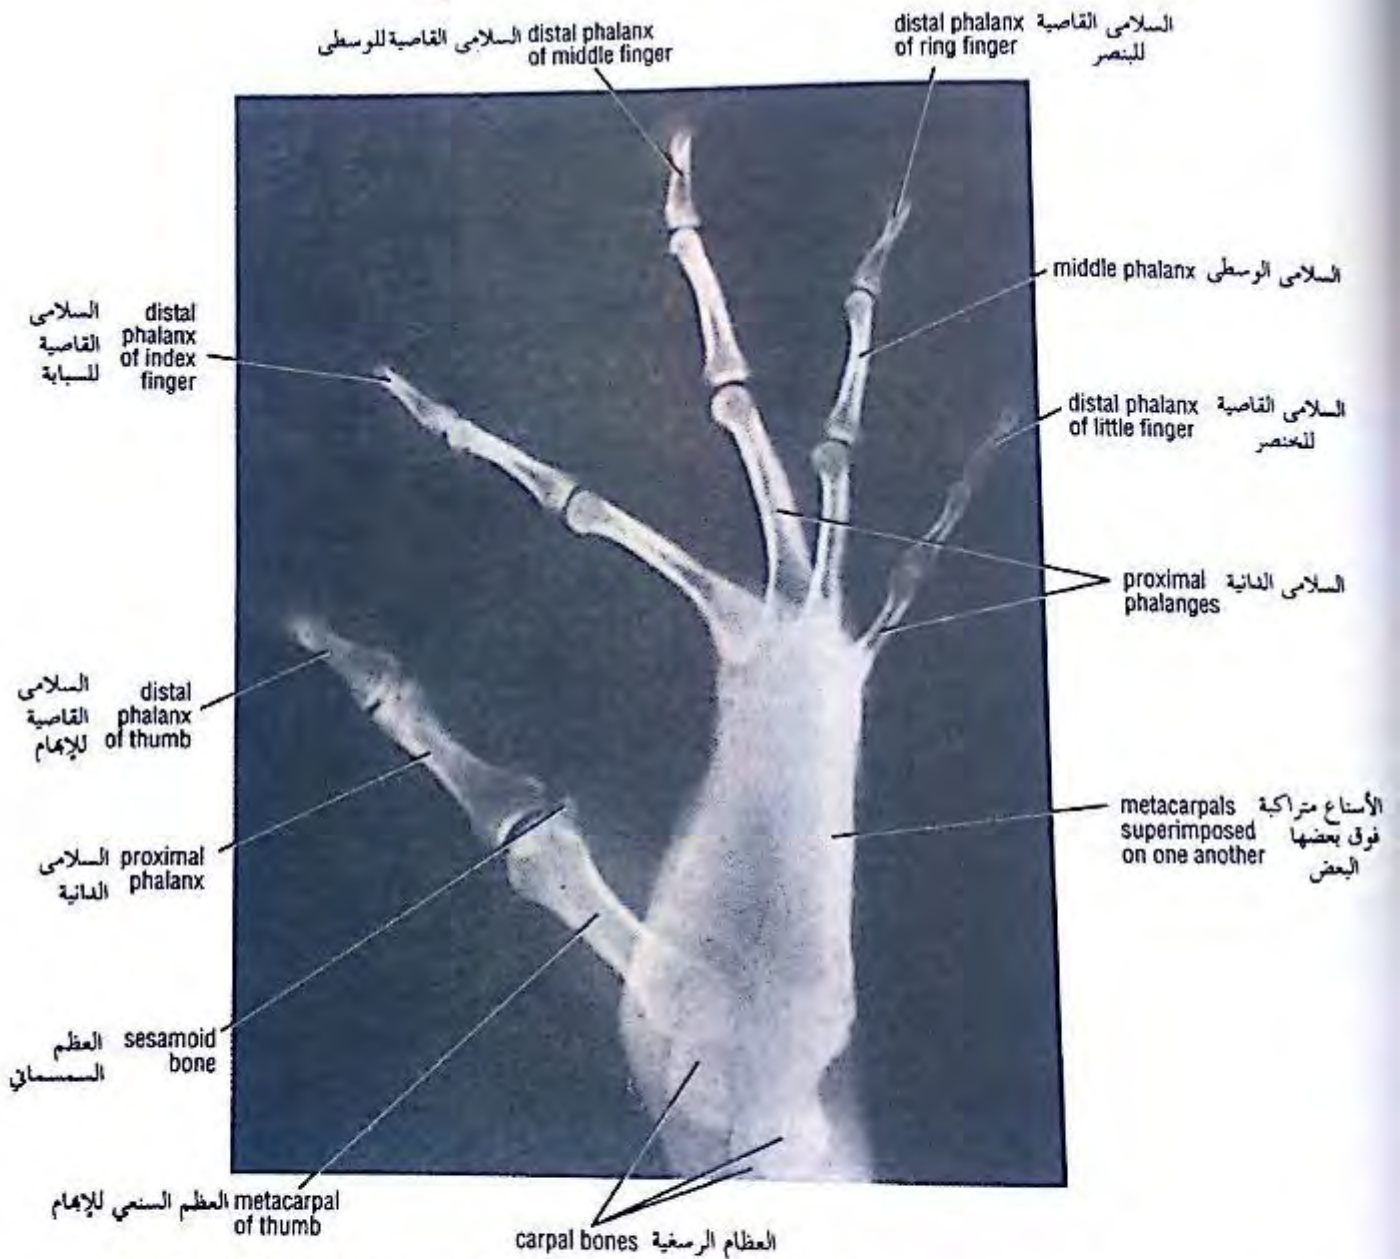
Lateral radiograph of an adult wrist and hand with the fingers at different degrees of flexion.
